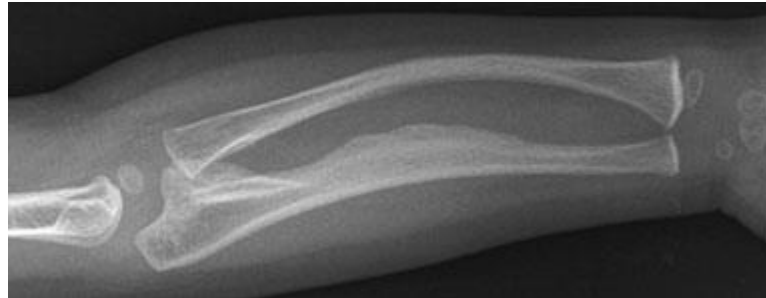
Radiografia antero-posterior do antebraço de uma criança com OI tipo V, mostra ossificação da membrana interóssea ulnar. (20)
